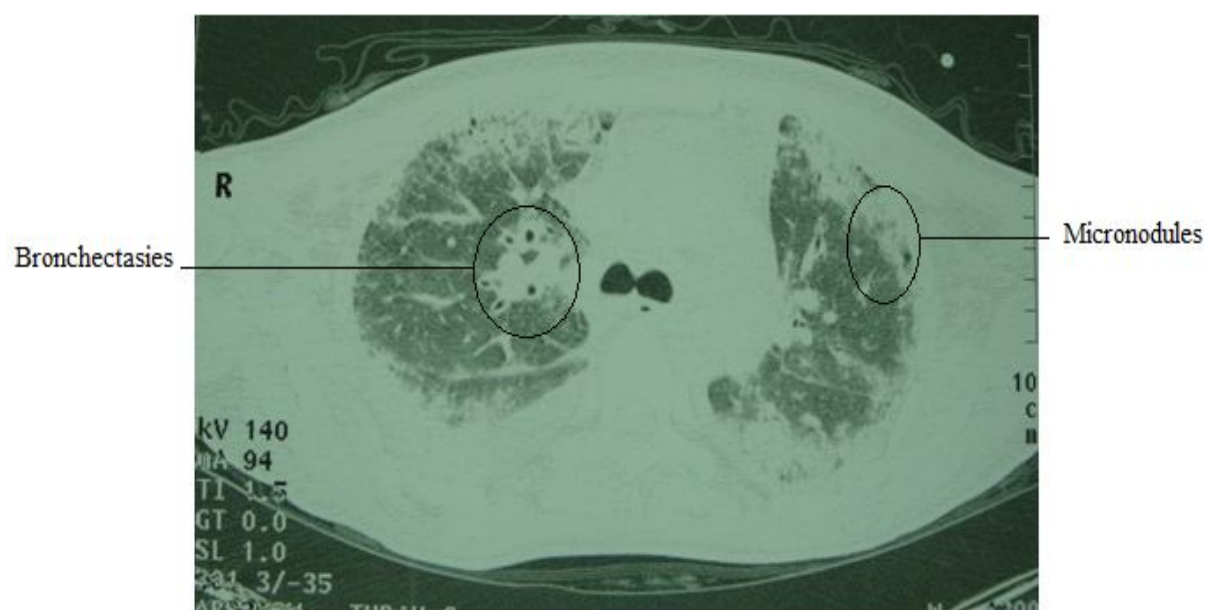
TDM thoracique montrant un syndrome interstitiel micronodulaire prédominant en périphérie et des bronchectasies
